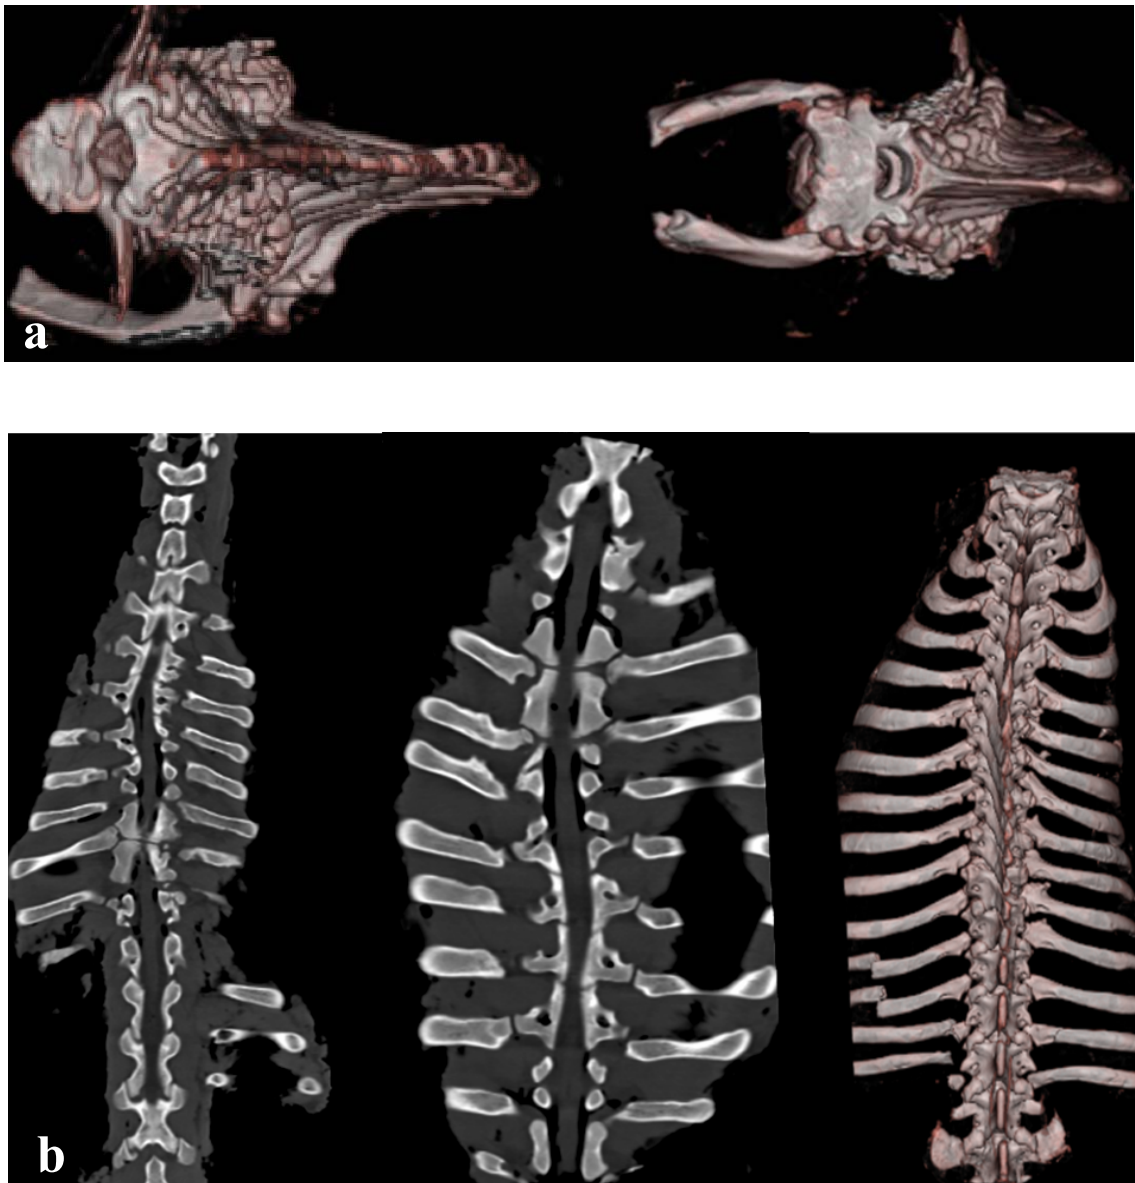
a) Reconstrucción 3D de tomografía axial computerizada del segmento lesionado. No se observan desviaciones importantes de las apófisis espinosas; b) Corte mediocoronal del raquis en tomografía axial computerizada y reconstrucción 3D de proyección posterior de la columna. No se han formado estrechamientos del canal espinal ni alteraciones del alineamiento longitudinal del arco posterior.
